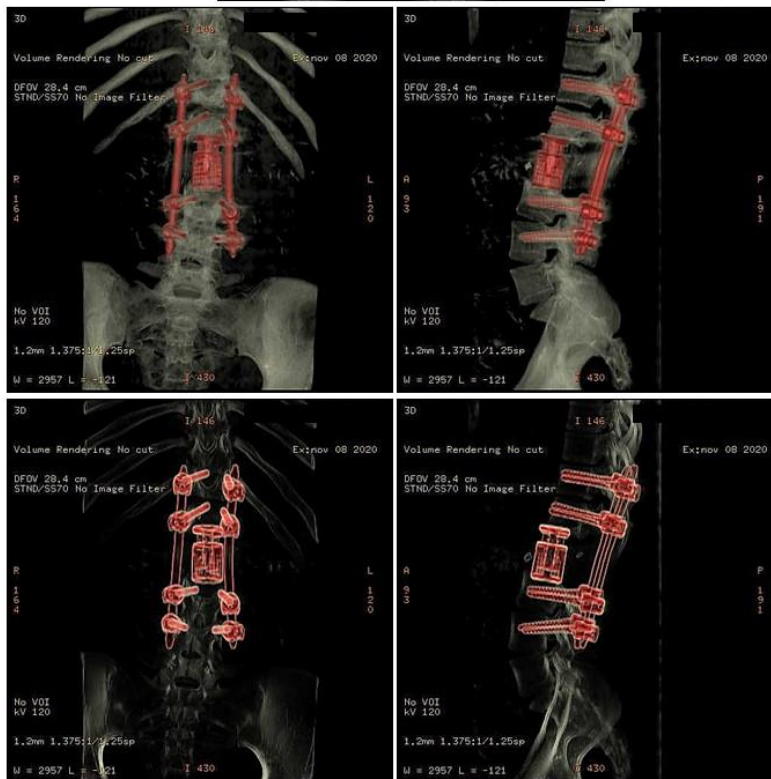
Radiografía posoperatoria que muestra la reconstrucción instrumentada antero-posterior con cilindro y fijación trans-pedicular posterior después de una vertebrectomía en bloque.
